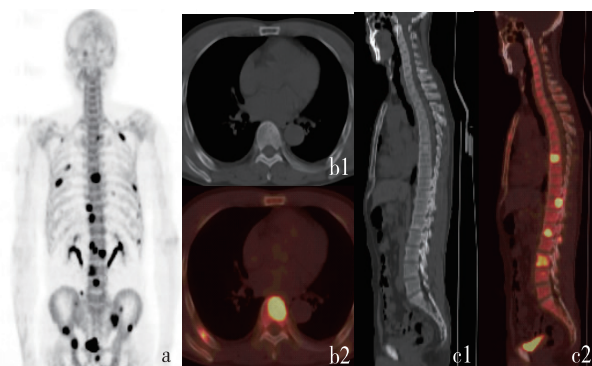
与图 3 为同一患者,同期 ^{18}F -NaF PET/CT 骨显像,a 为 MIP 图、b 为横断位、c 为矢状位,显示出了更多的转移病灶。b₁ 与 c₁ 为 CT 图,b₂ 与 c₂ 为 PET 融合图
